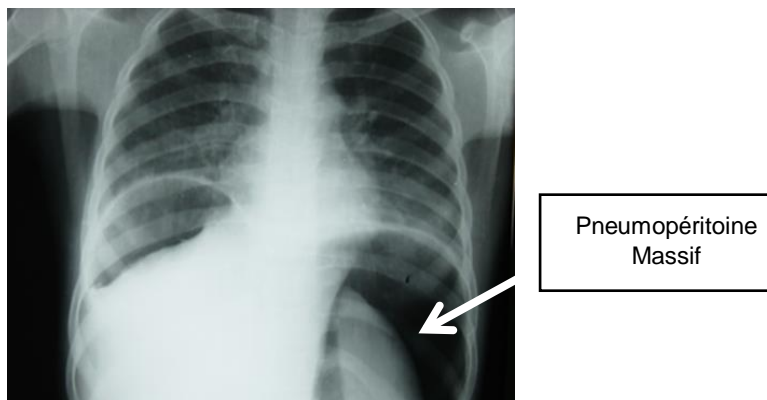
Radiographie standard montrant un pneumopéritoine massif.
